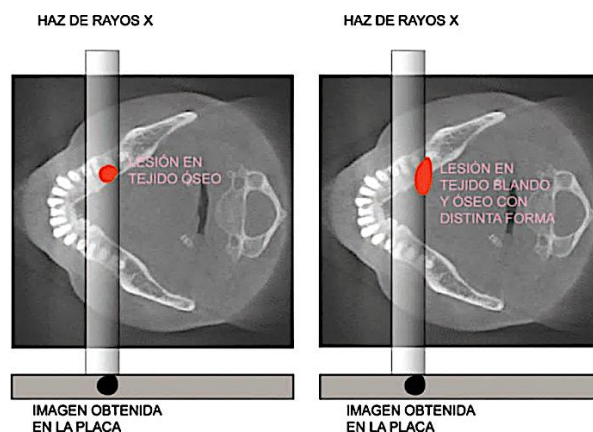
Dos lesiones con formas diferentes que proyectan una imagen igual en la radiografía
